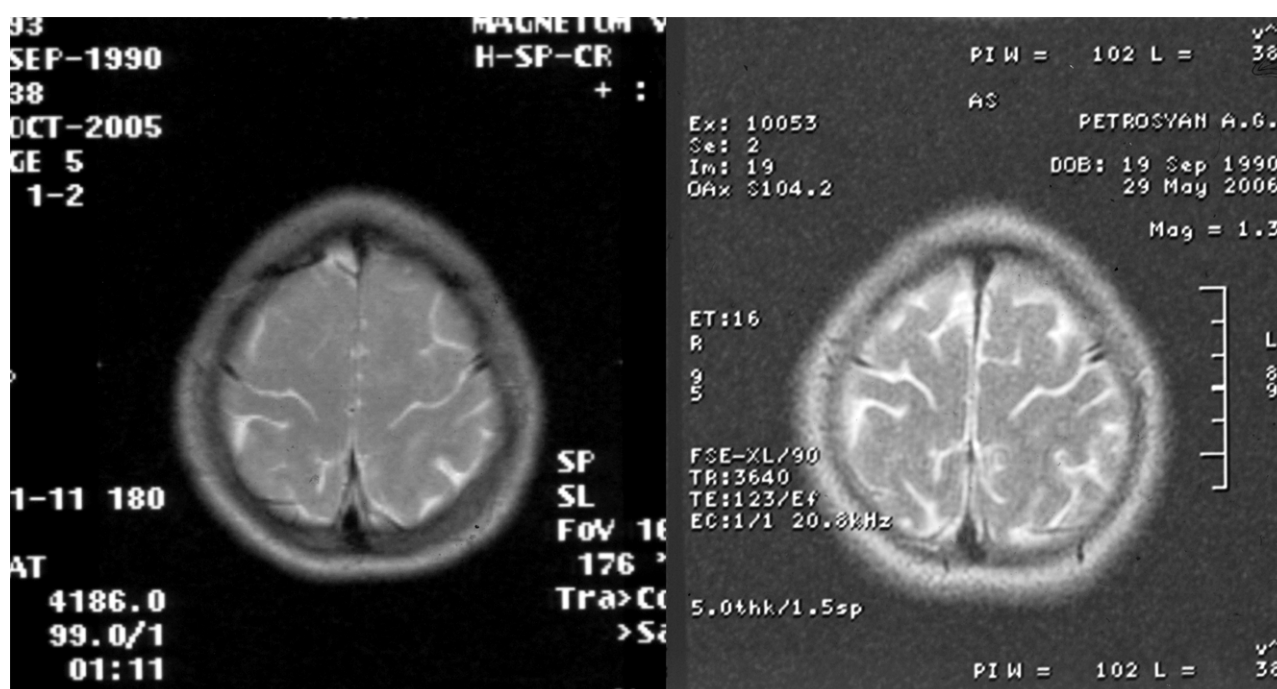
МРТ больного П.: до лечения (А) и через 7 месяцев после комплексной антихламидийной терапии (Б).
